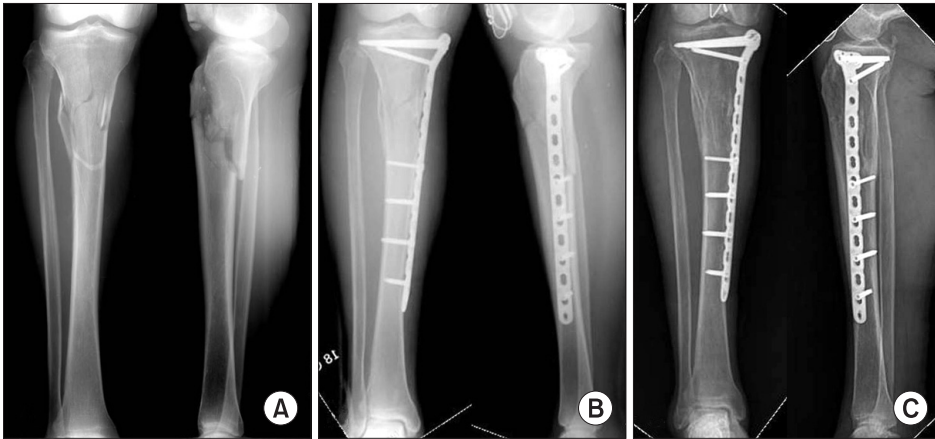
Anterior-posterior and lateral radiographs. (A) Preoperation. (B) Immediate postoperation. (C) Two years after the operation.
